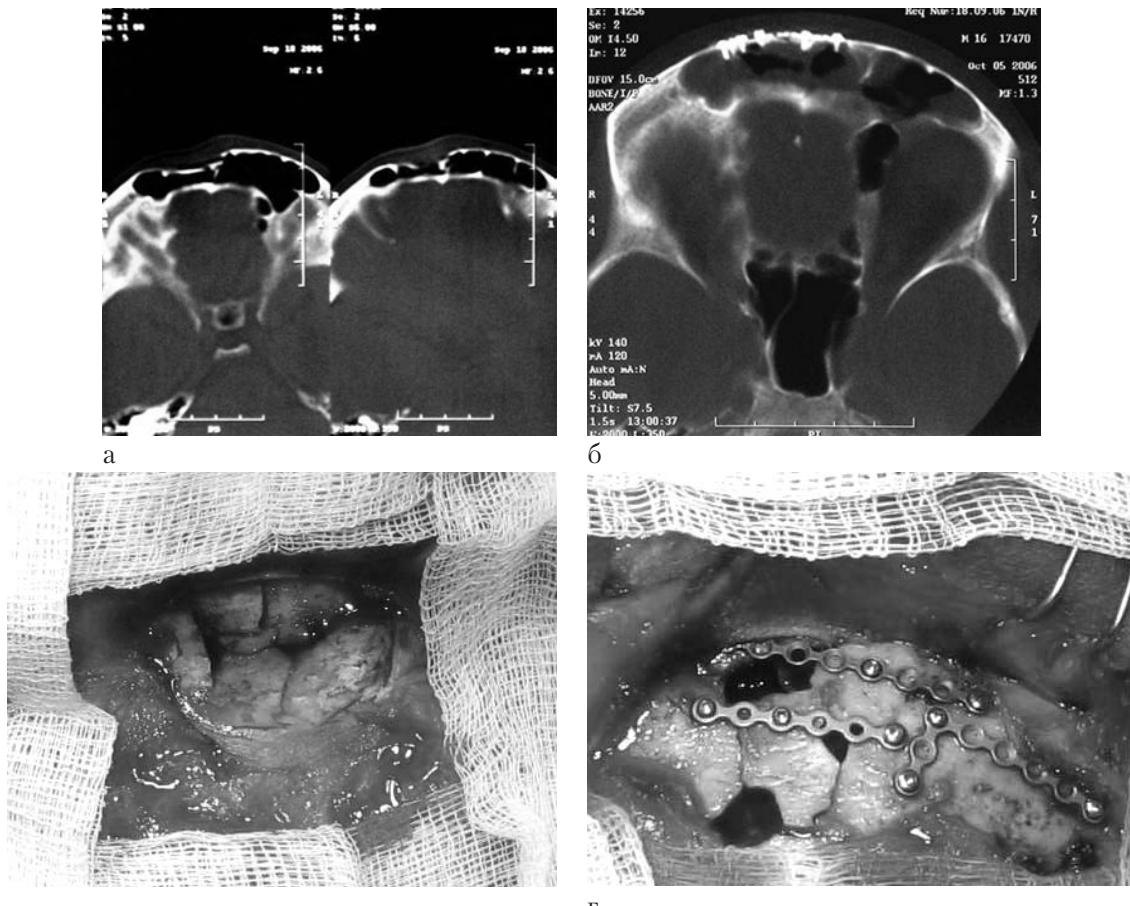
Вдавленный перелом передней стенки лобной пазухи. КТ в аксиальной плоскости до операции (а) и после операции (б). Интраоперационные фотографии до репозиции отломков (в) и после репозиции и фиксации отломков титановыми микропластинаами (г).
